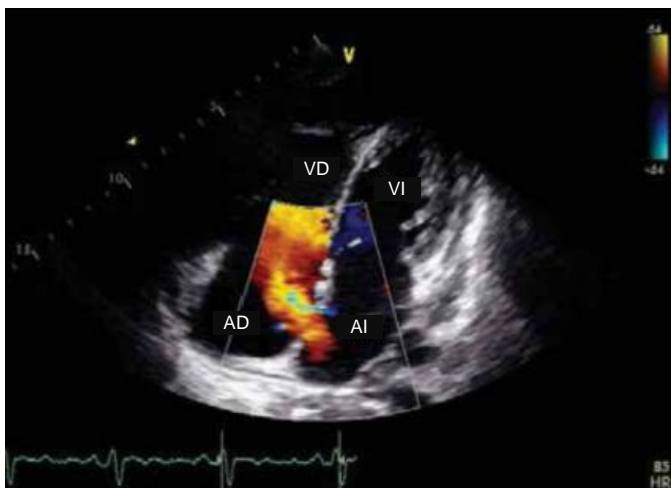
Comunicación interatrial con flujo Doppler que muestra dirección de izquierda a derecha (modificado de Rosaligam, 2013).
